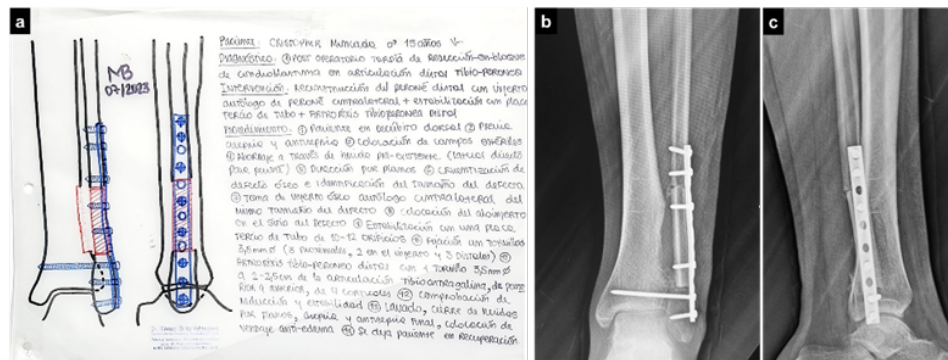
a: Planificación Pre-Operatoria de la reconstrucción. b y c: Resultados radiológicos post-operatorios en radiografías simples del tobillo en sus proyecciones anteroposterior y lateral.
